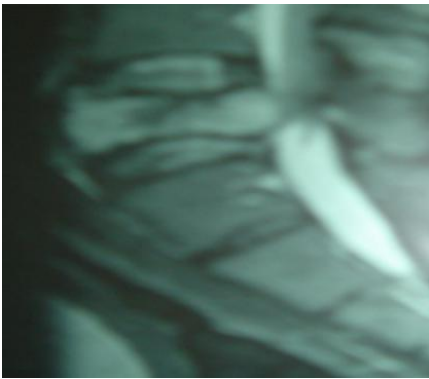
IRM en coupes sagittales T1,T2: fracture tassement de L5 vertèbre hyperintense qui se rehausse après injection de gadolinium
